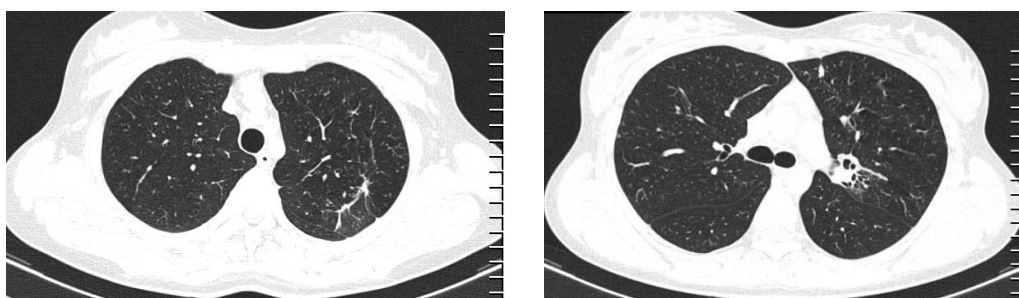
и 23б – Аксиальные срезы КТ ОГК при выписке
